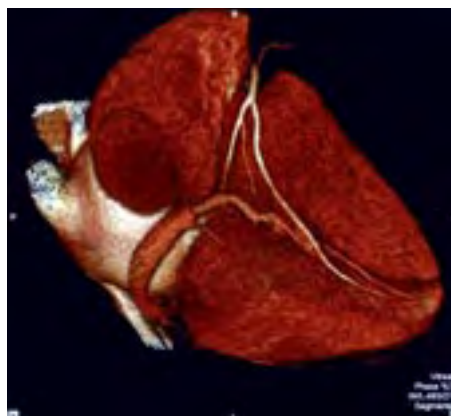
TC del grasso epicardico.
